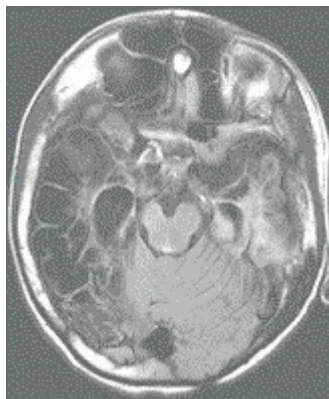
МРТ головного мозга (2018 г.). Ребенок В., 2009 г. р. Обширные зоны атрофических изменений в правой лобно-височно-затылочной области, в левой височной области
